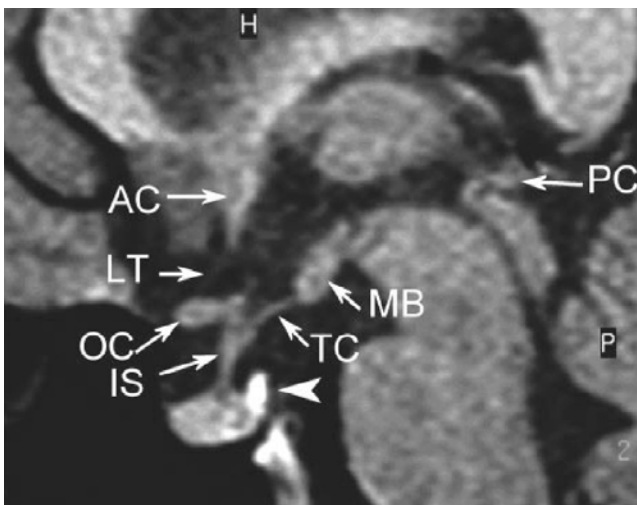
Imagen Sagital de RM en T1 demostrando claramente la anatomía del hipotálamo, nótese el área hiperintensa (cabeza de flecha) representando la glándula pituitaria posterior. AC: Comisura anterior. IS: Tallo infundíbulo. LT: Láminas terminales. MB: Cuerpos mamilares. OC: Quiasma óptico. PC: Comisura posterior. TC: *Tuber cinereum* (Tomado de: Salem SN. Lesions of the Hypothalamus: MR Imaging Diagnostic Features. RadioGraphics 2007; 27:1087-108).
